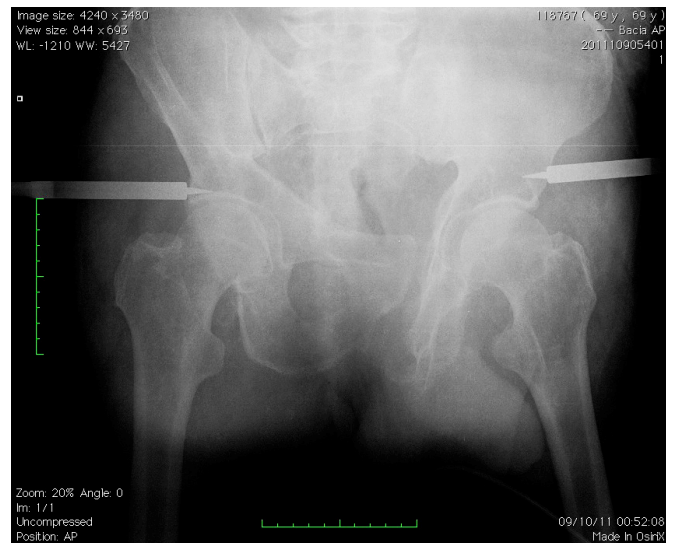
Radiografia de uma bacia com fractura de compressão lateral, com fixador de tipo posterior em C-clamp, onde se verifica um excesso de pressão, não desejável, causado pelo próprio fixador no encerramento do anel pélvico.
